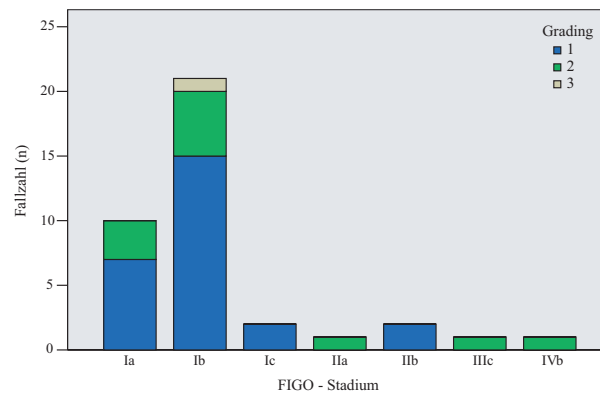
Tumorstadien (FIGO-Klassifikation) und Grading bei 38 Patientinnen mit Sonographie diagnostizierten Tumoren
